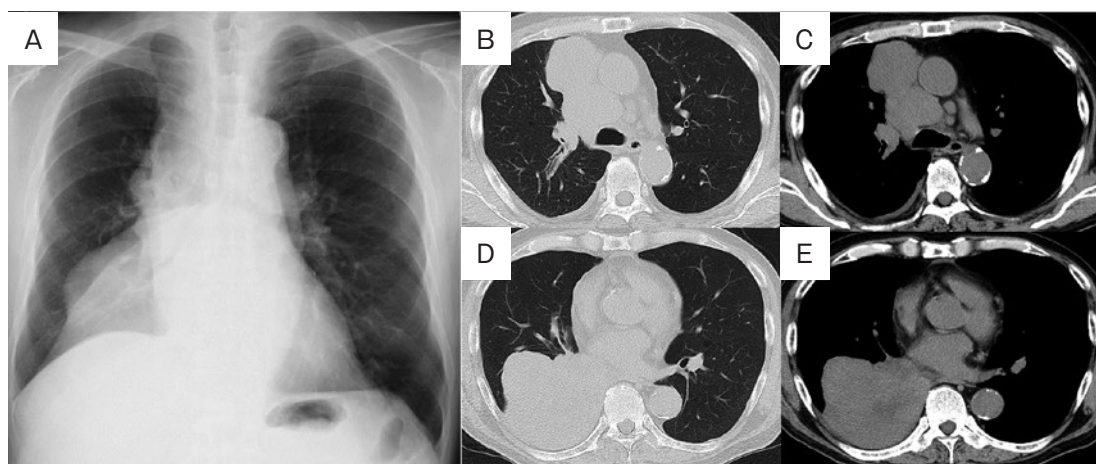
初診時画像所見. (A) 胸部単純X線写真. 右下肺野に腫瘍影を認め, 上縦隔の拡大を認めた. (B~E) 胸部単純CT写真. 前縦隔と右下葉に塊上影を認めた. 右気管分岐前リンパ節と気管分岐下リンパ節の腫大を認めた.
